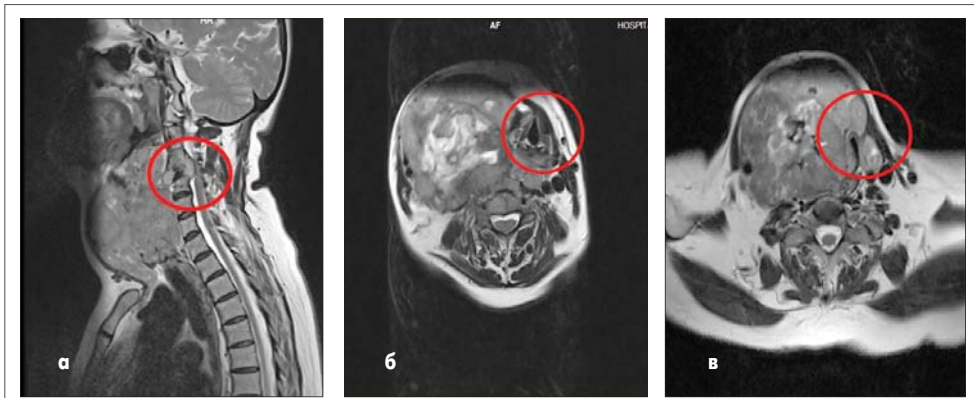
МРТ головы и шейного отдела позвоночника пациентки Ш. на догоспитализационном этапе (компрессия спинного мозга – а, гортани – б, трахеи – в)
